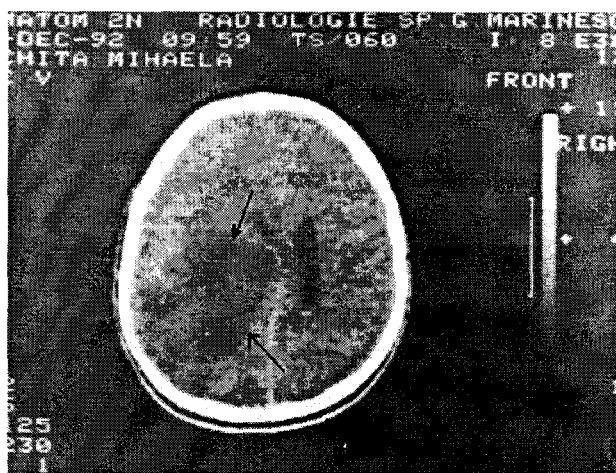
CT-scan: tumoră chistică temporo-parietală stângă cu arie hiperdensă periferică, cu deplasarea liniei mediane (astrocitom pilocitic).
